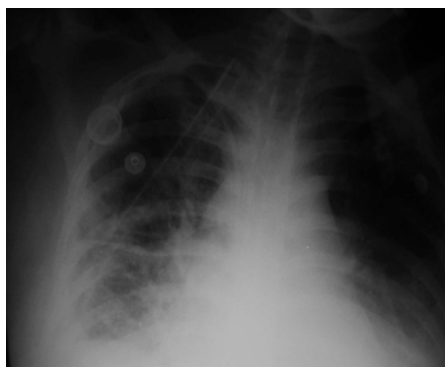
Radiografia de tórax demonstrando congestão pulmonar.
